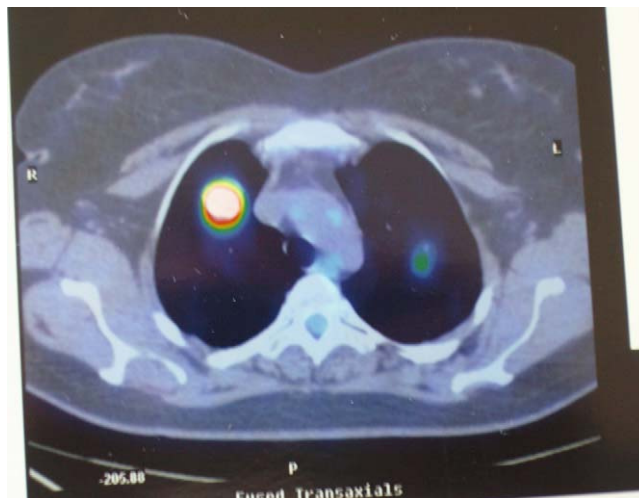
Tomografía por emisión de positrones: captación patológica de las lesiones de los vértices pulmonares.
